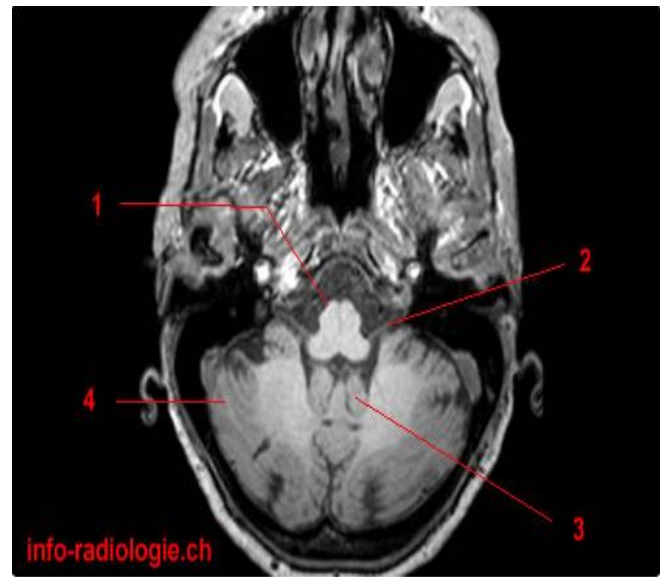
Anatomie IRM du cerveau, coupe axiale, T1.1, Bulbe rachidien (moelle allongée). 2, Nerf IX. 3, Tonsille cérébelleuse. 4, Hémisphère cérébelleux.
